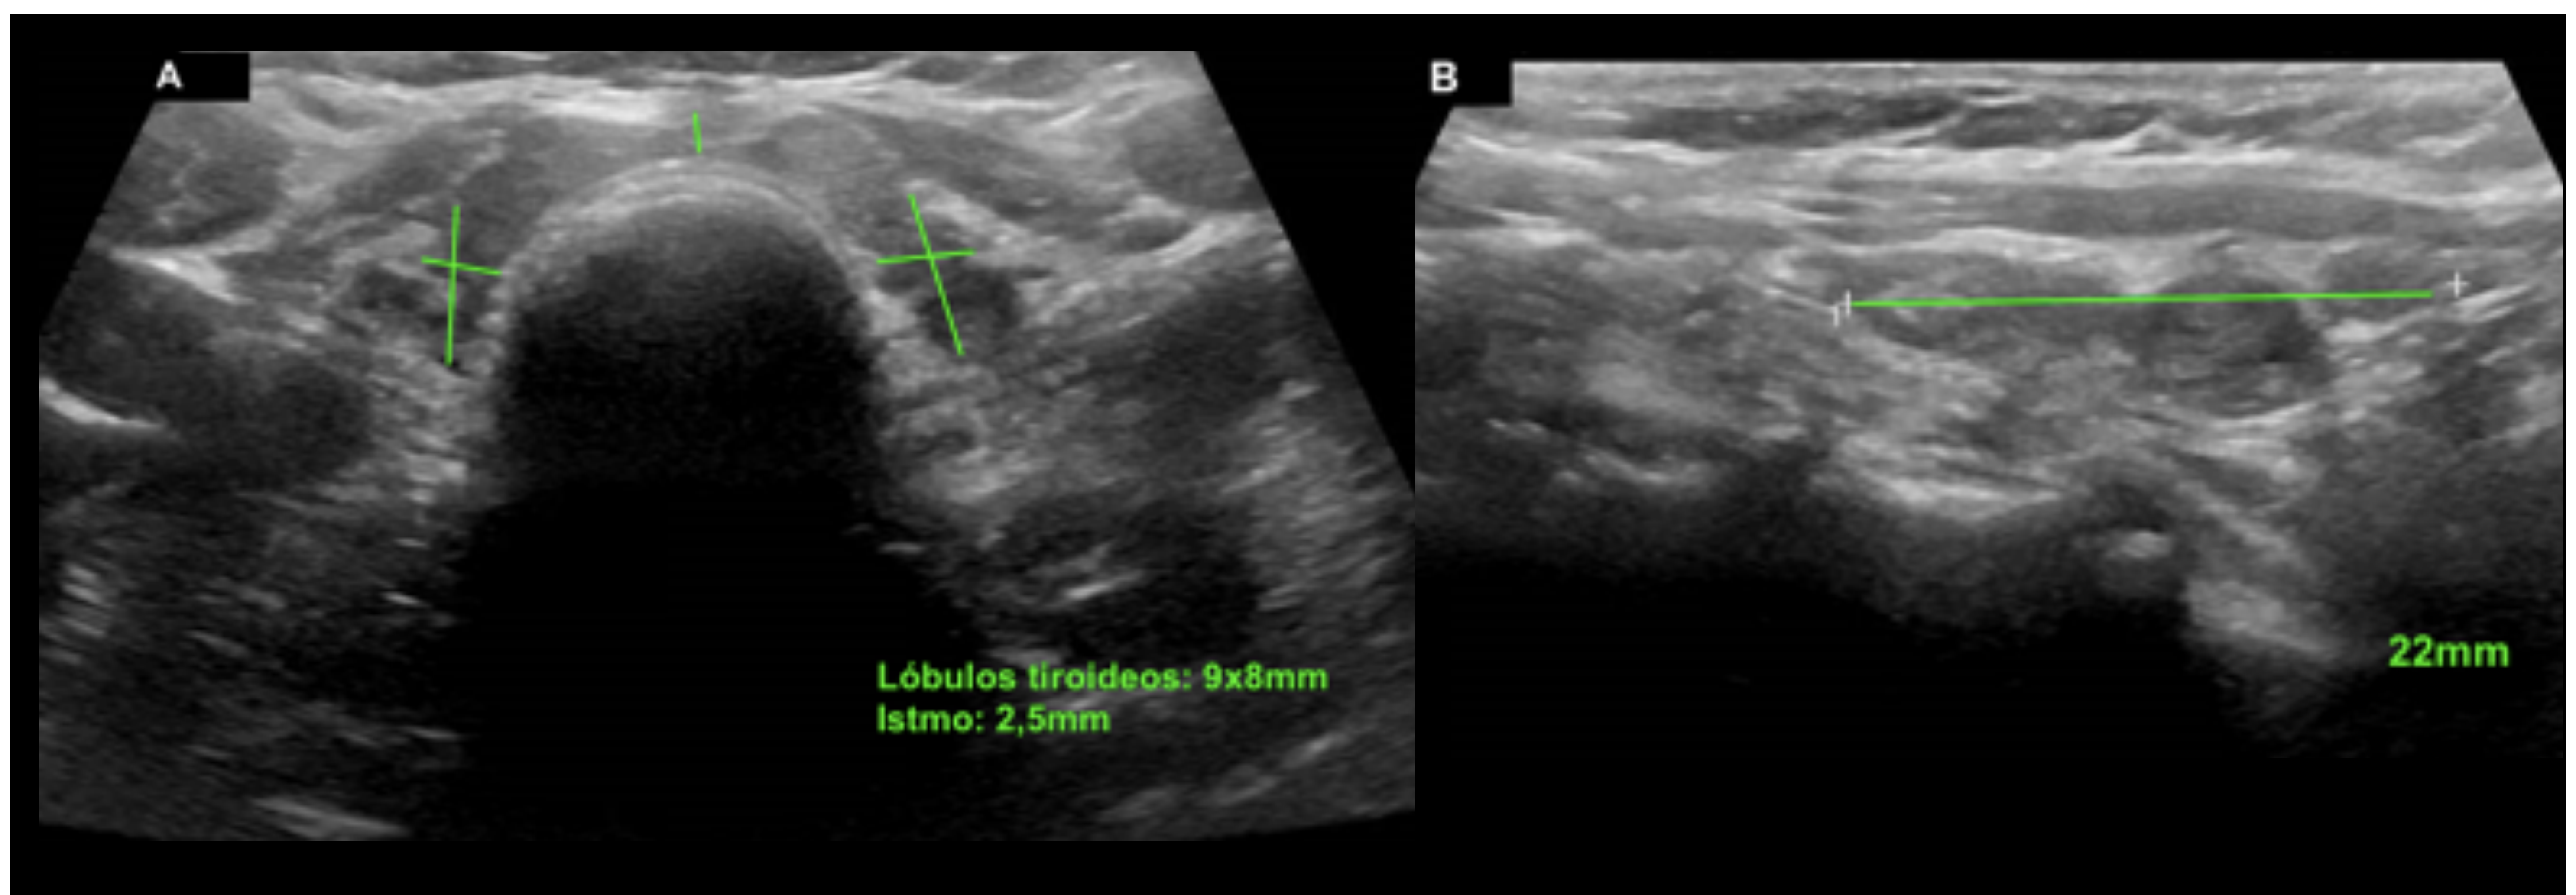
Tiroiditis crónica-atrónica. Ecografía de tiroides en modo b en plano axial (A) y longitudinal (B). Se observa tiroides disminuido de tamaño, presentando los lóbulos unas medidas de 9x8x22mm en los ejes APxTxL y el istmo un grosor de 2,5mm. Parénquima con ecogenicidad disminuida y ecoestructura heterogénea, todo ello en relación con tiroiditis atrófica.
